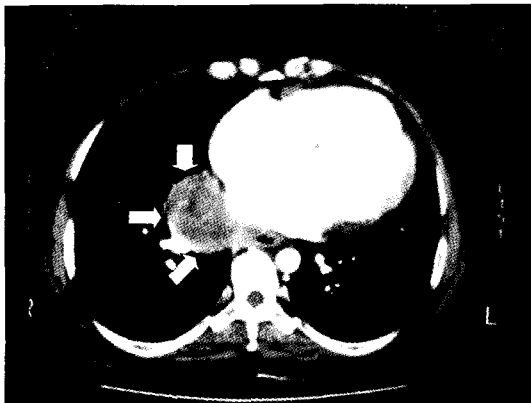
Contrast-enhanced chest CT shows heterogenous soft tissue mass with central necrosis, which arises from the esophagus and compresses the inferior vena cava and the right inferior pulmonary vein(arrow).
